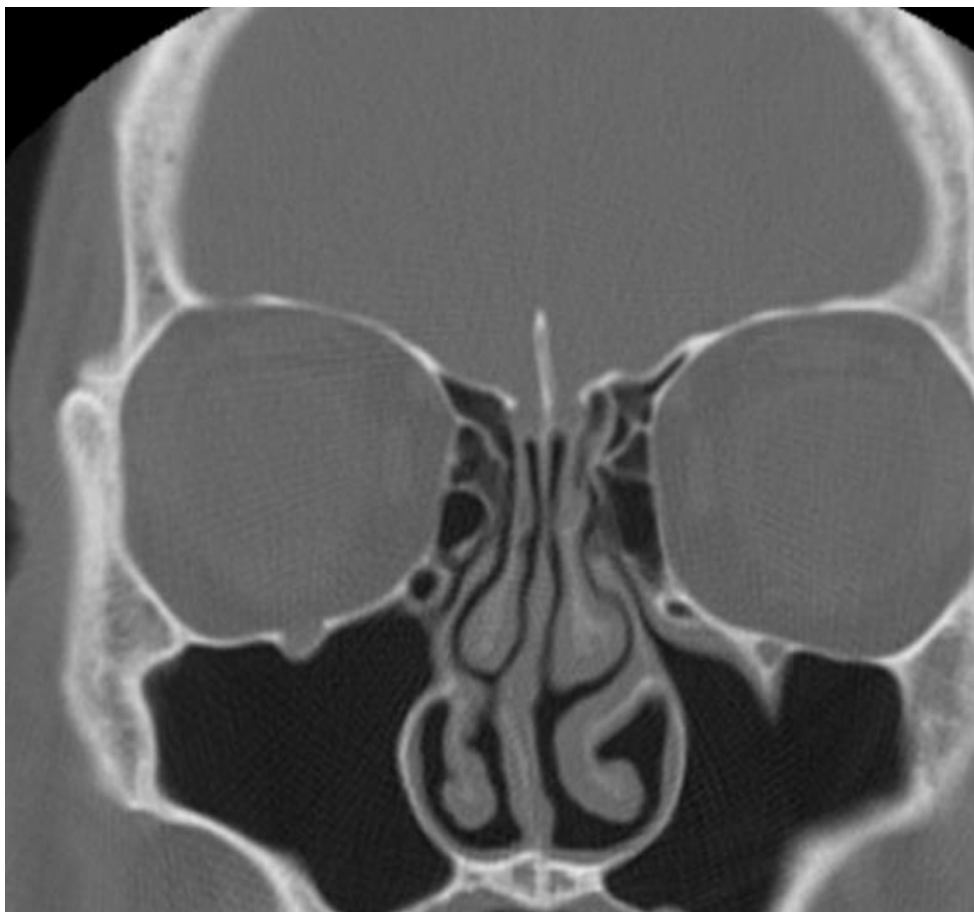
СКТ. Коронарна реконструкція. Видовжений гачкуватий відросток з обох боків.
